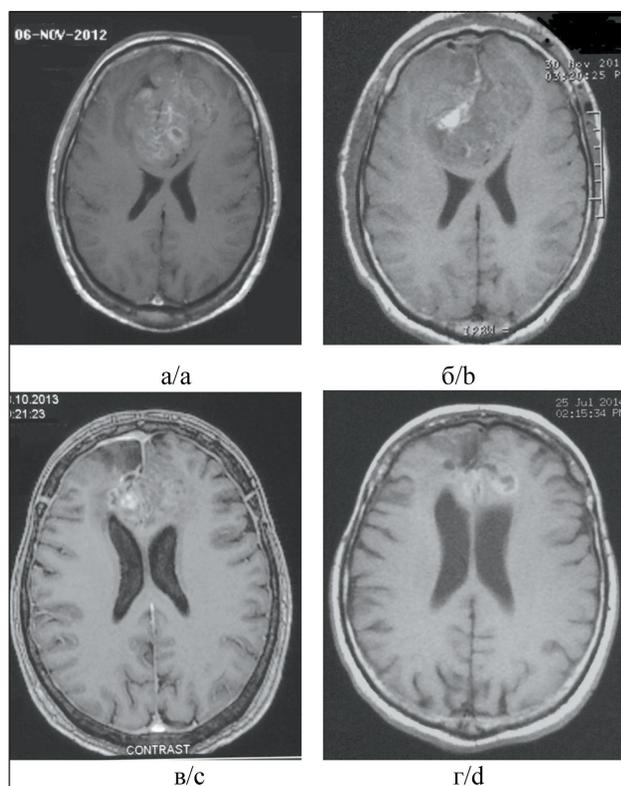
ЦНС-НБ. МРТ с контрастным усилением: а – МРТ до операции, размеры опухоли 68×61×47 мм с накоплением контраста; б – МРТ после биопсии опухоли; в – МРТ после 6 циклов ПХТ по схеме EP, размеры опухоли 42×40×36 мм, положительный ответ на терапию; г – МРТ спустя 6 мес после ЛТ и ПХТ, размеры опухоли 34×30×26 мм, частичный ответ на терапию сохраняется
